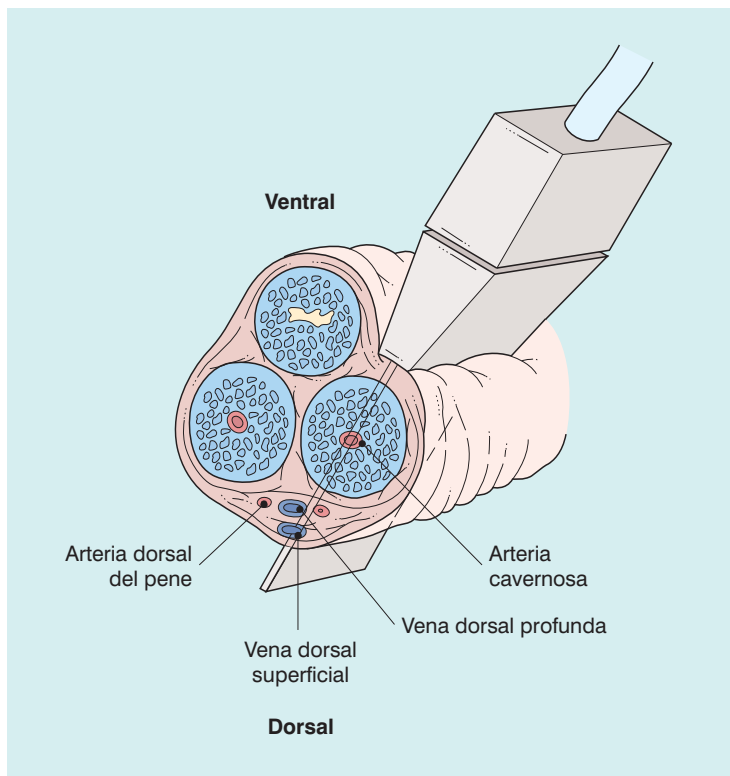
Técnica ecográfica. Se coloca un transductor lineal en un plano longitudinal a lo largo de la superficie ventral del pene. Puesto que las arterias cavernosas discurren paralelas al transductor, es necesario dirigir de forma electrónica el haz Doppler para realizar la exploración en un ángulo adecuado.
